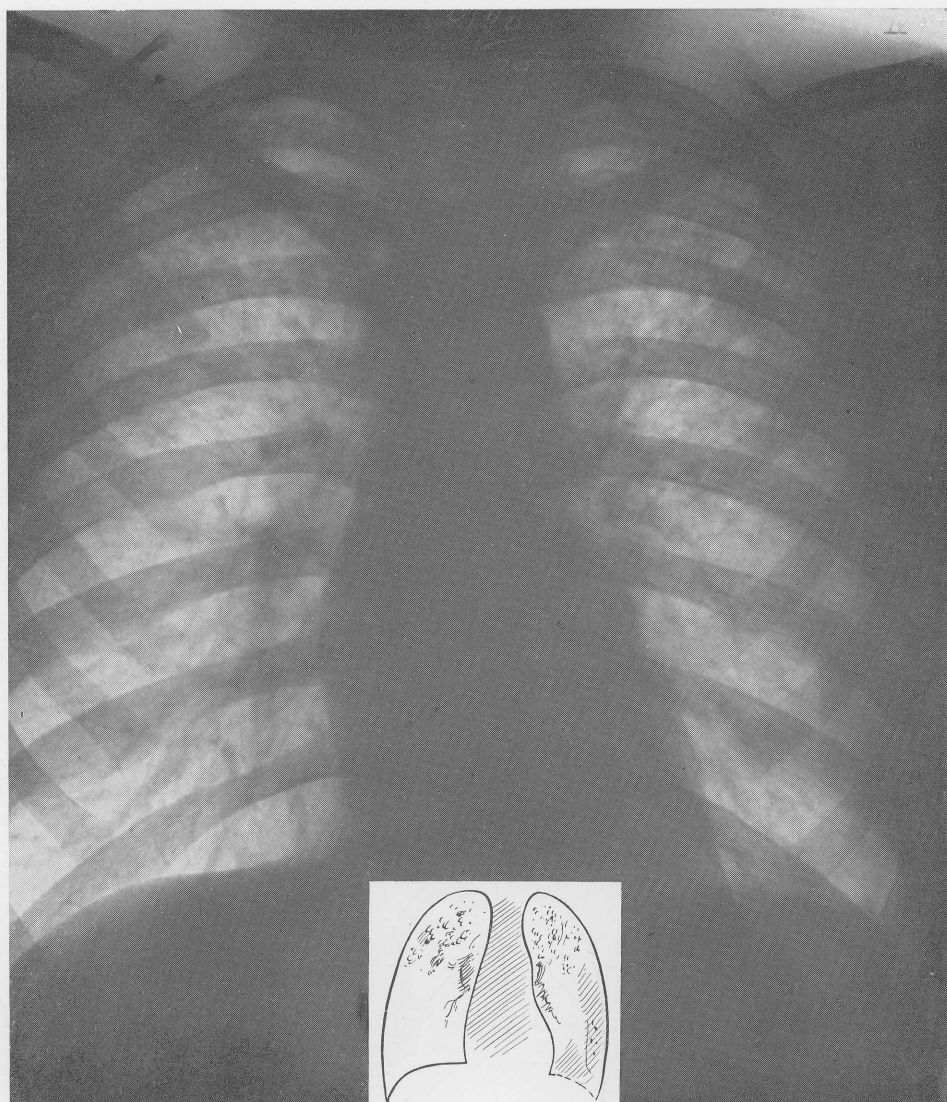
Hematogen lungtuberkulos. 14-årig, subjektivt frisk pojke, undersökt på grund av faderns sjukdom. Normalt fysikaliskt lungfynd, d:o temperatur och sänka, ingen hosta eller expektoration. Magskölvätska och urin pos. vid odling. Högersidig njurtuberkulos. Röntgen visar tämligen likartade fläckar — grövre än miliartuberkulosens — i översta  $\frac{2}{3}$  av båda lungorna; rester av vänstersidig pleurit.
